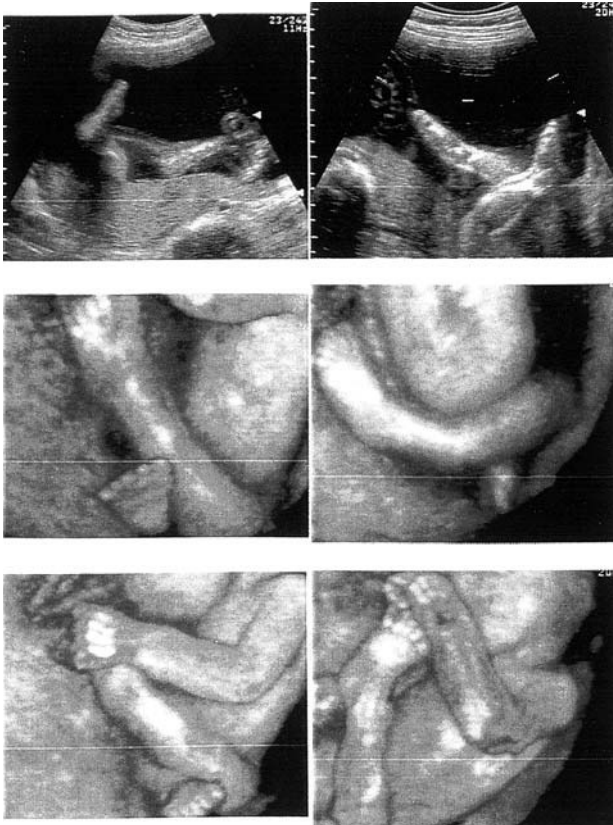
Caso 3: gestación de 28 semanas. Las 6 imágenes ponen de manifiesto el mismo caso en 2D (arriba) y 3D (fotos centrales e inferiores). Si se exceptúa un ligero aumento del líquido amniótico (ILA = 28) y la orientación anómala de los miembros, especialmente los inferiores, y de las articulaciones, no se acompaña de ninguna otra enfermedad. La ecografía 2D revela que los miembros inferiores están cruzados permanentemente, con pie zambo, contracturas que persistieron en las exploraciones sucesivas. Uno de los miembros inferiores se dirige siempre hacia arriba, sobre el abdomen fetal.
